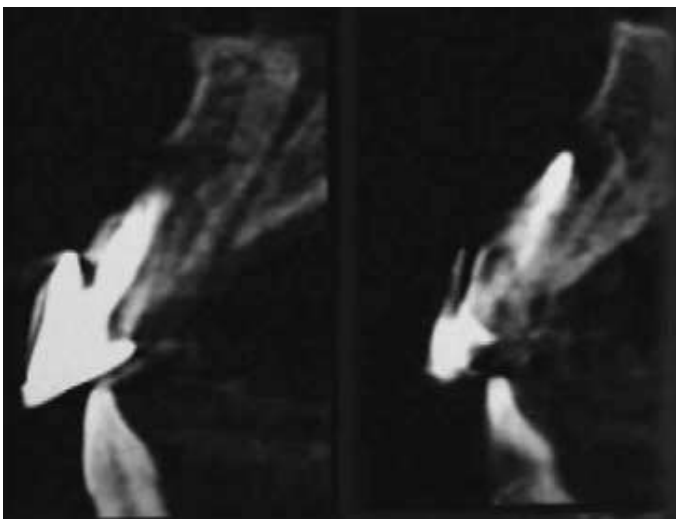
Imágenes tomadas de la CBCT en la primera visita. Cortes a nivel del 21.
